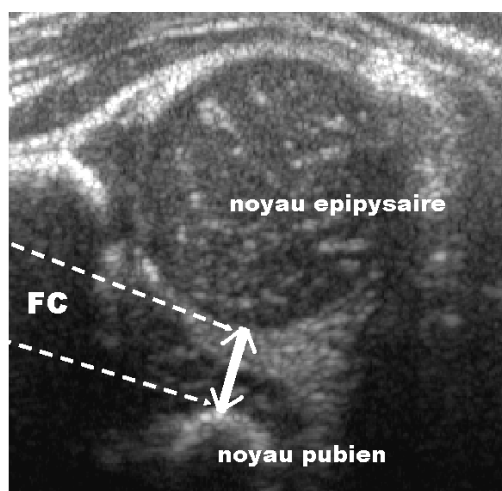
Mesure échographique du FC
